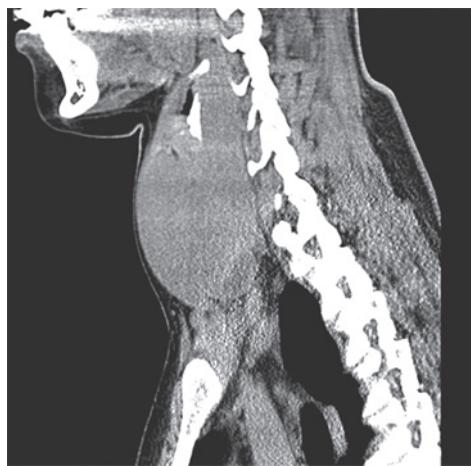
Компьютерная томограмма органов шеи, сагиттальный срез
